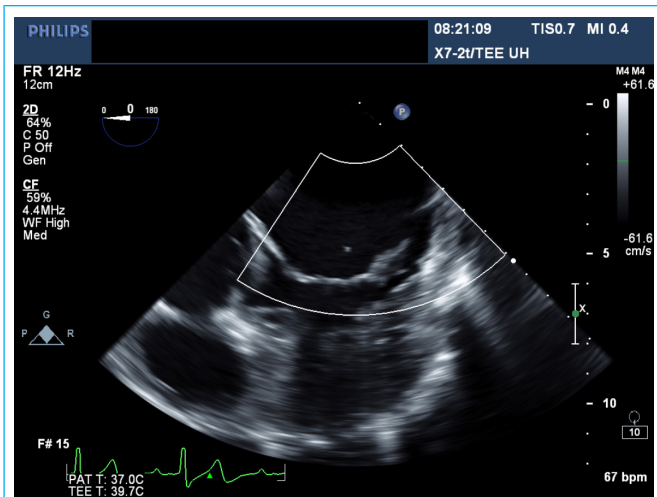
Imagen bidimensional y con color Doppler, para evidenciar el defecto en la base de P2
